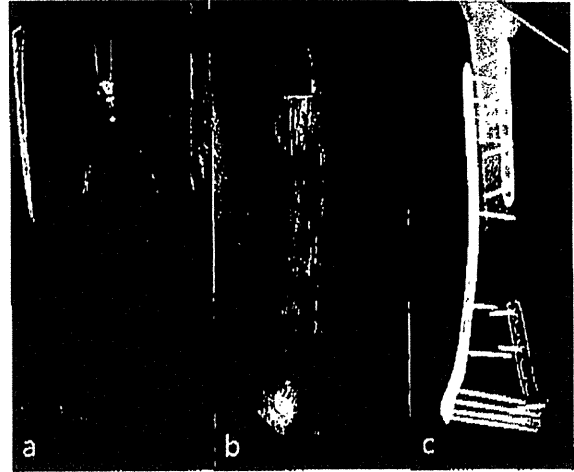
16歳, 大腿骨骨肉腫, パスツール骨 intercalary graft による再建術. (a)術前化学療法後 MRI (T2WI). (b)軟部組織を除去し, 60°C 30分加温したパスツール処理骨. (c)術後1年単純 X 線.
